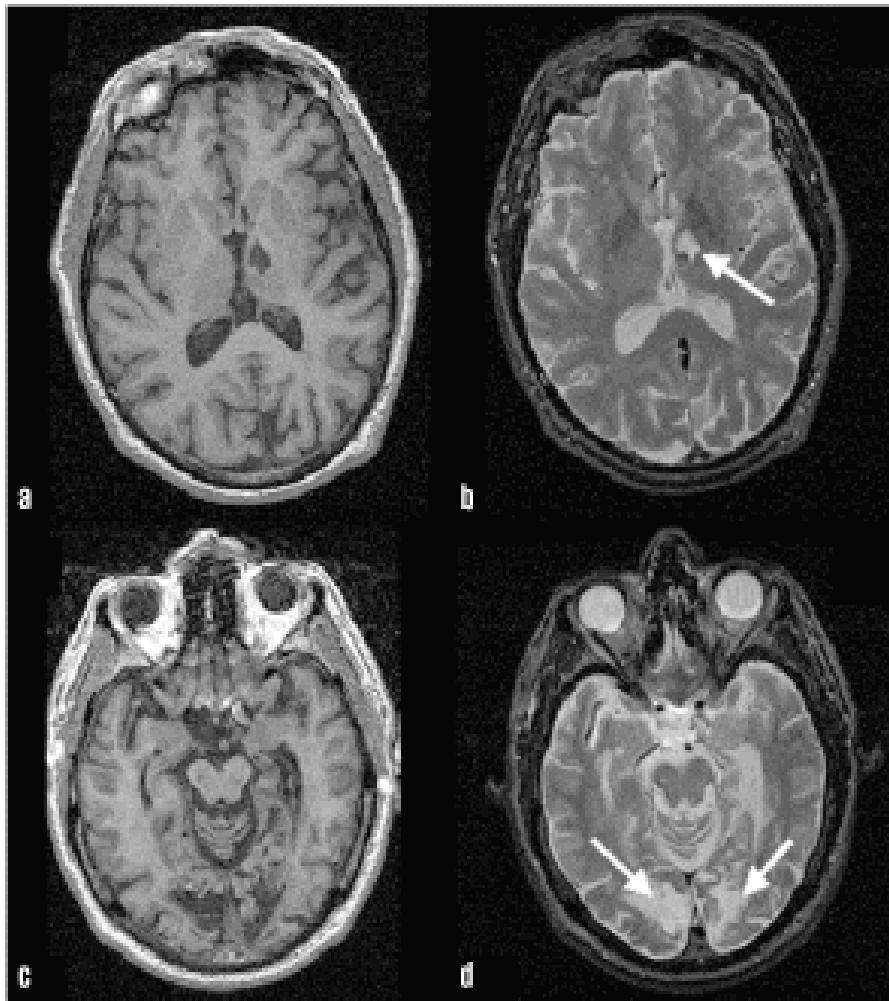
Strategic infarcts. Left thalamic infarct (arrow) that caused sudden-onset dementia with problems in memory and executive function, seen on T1-weighted (a) and T2-weighted (b) axial magnetic resonance imaging (MRI). Bilateral occipital (arrows) and left hippocampal infarcts in posterior circulation, seen on T1-weighted (c) and T2-weighted (d) axial MRI.
